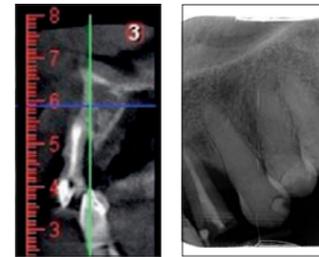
Dalla sezione tac e dalla radiografia si evidenzia la mancanza di osso vestibolare.
